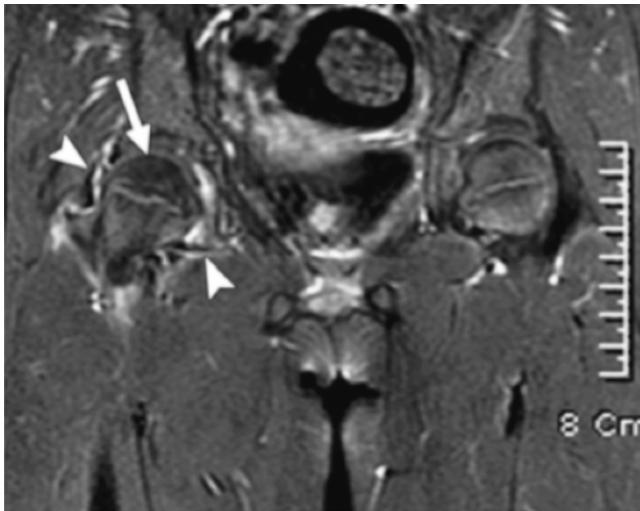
Resonancia magnética que muestra alteración de la señal en la cabeza femoral.
